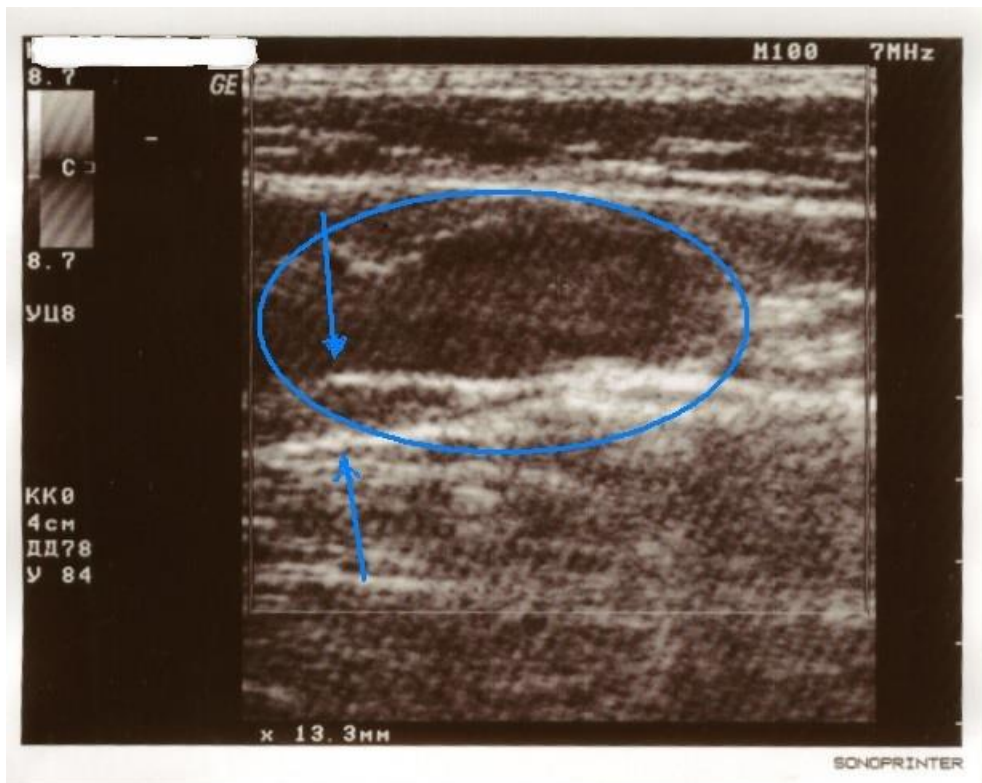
Фиксированный к остиальному клапану тромб СФС, выявленный при УЗИ-исследовании.
